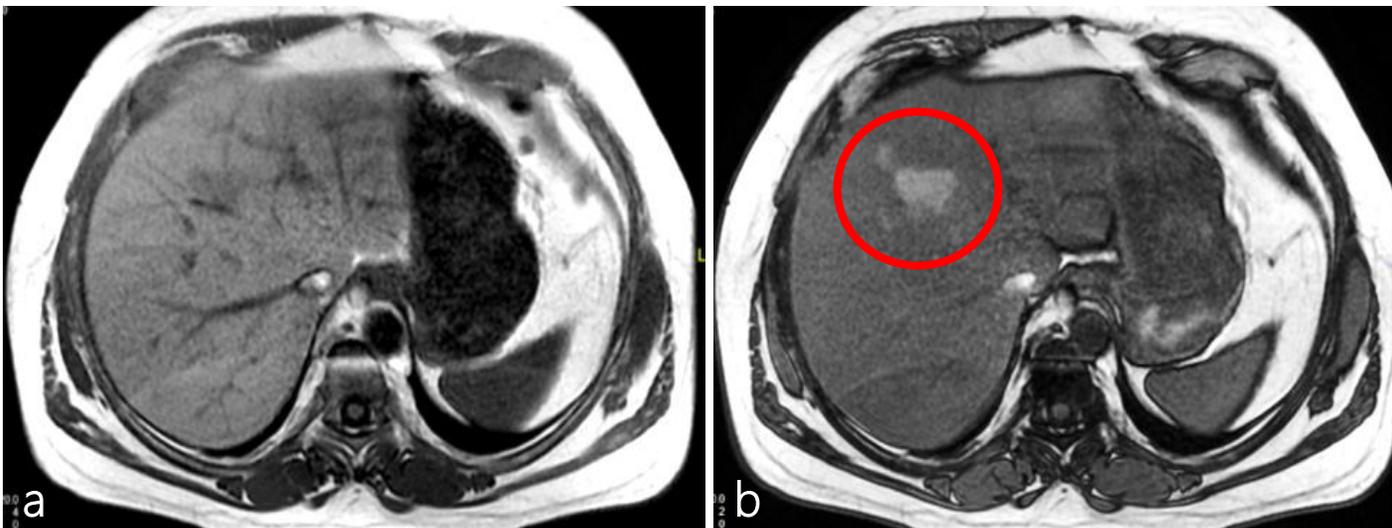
Imagens de RM em fase (a) e fora de fase (b) mostram perda de sinal no parênquima hepático esteatótico, exceto por uma pequena área focal poupada
